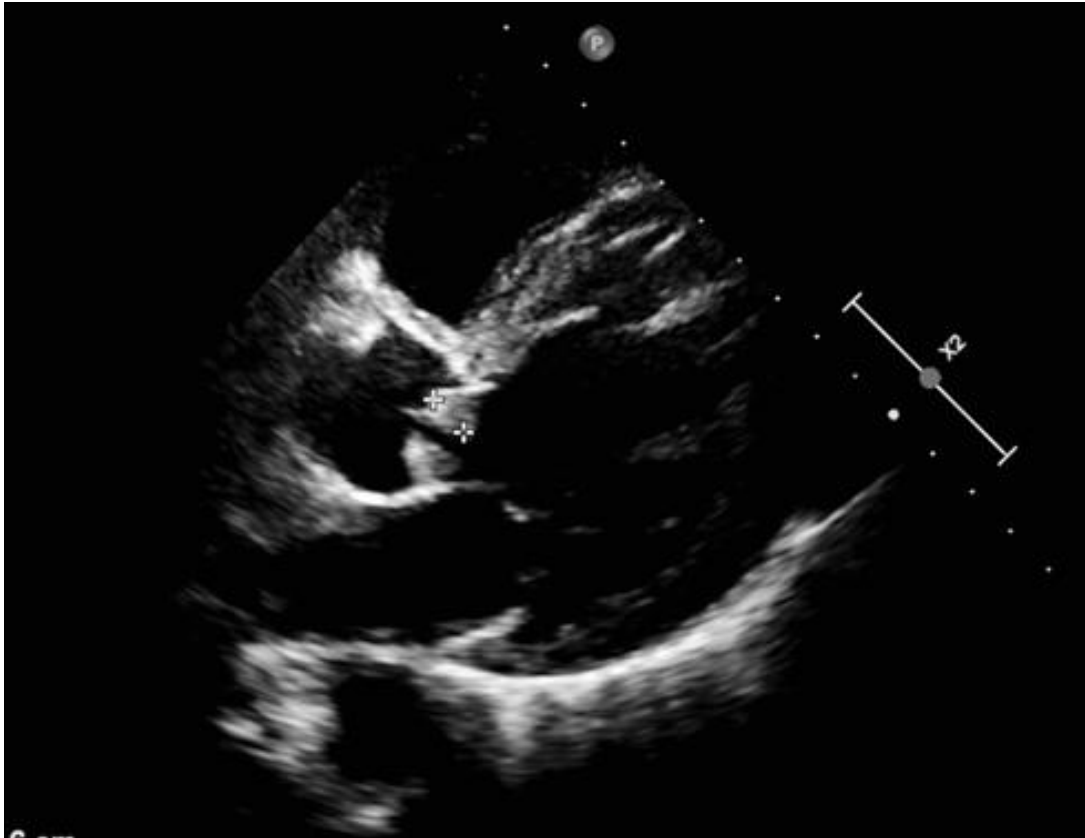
Ecocardiograma transtorácico urgente: Plano paraesternal eje largo donde no se observan defectos en la contractilidad segmentaria pero sí engrosamiento difuso de velos aórticos.
